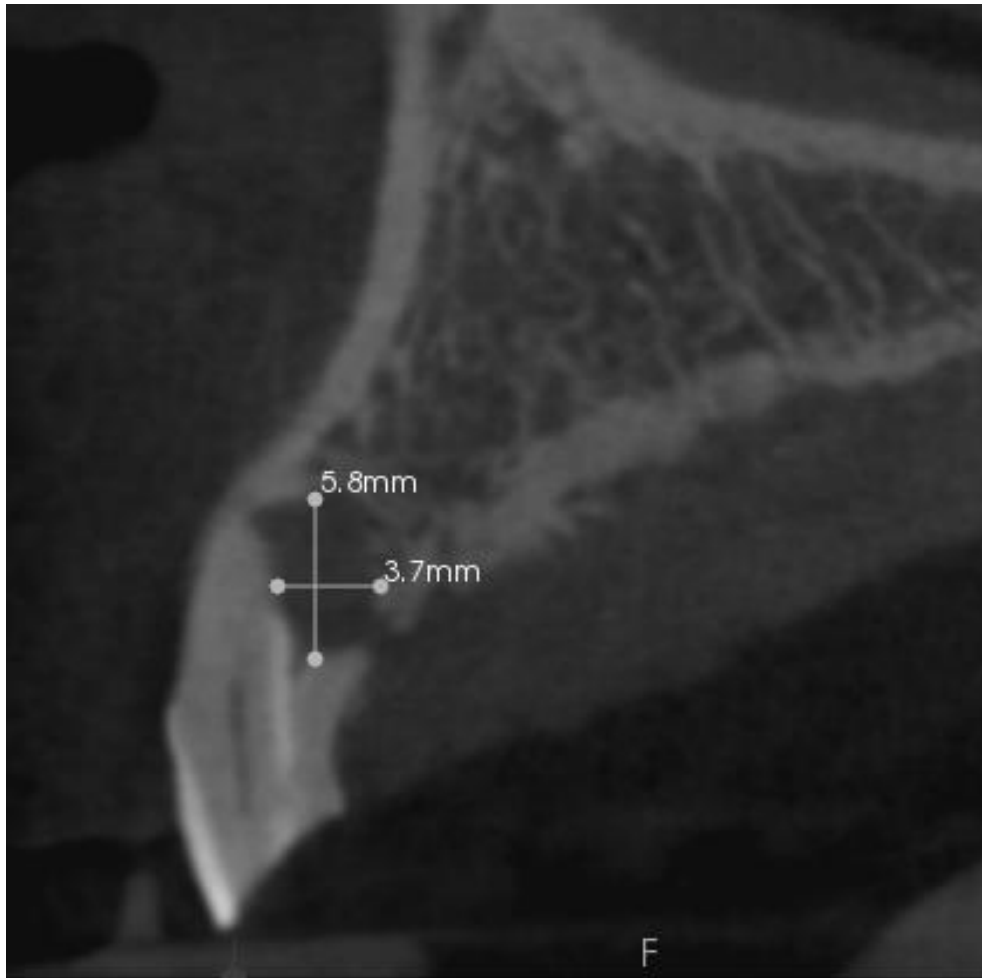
(Tomografía computarizada Cone Beam en un corte sagital).
